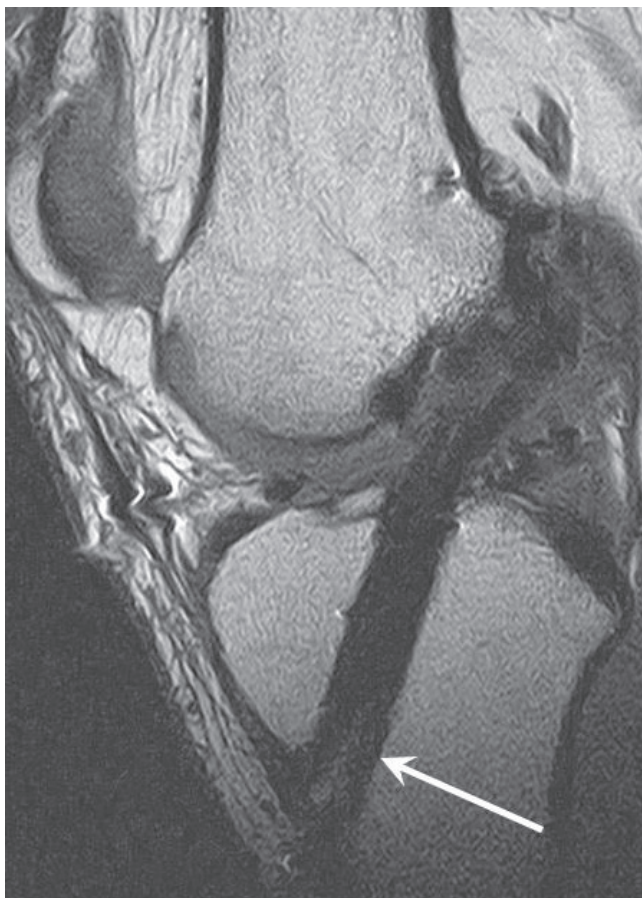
МР-томограмма в сагиттальной проекции, T2 FSE. Визуализируются остаточные фрагменты винта в большеберцовом канале (стрелка).
